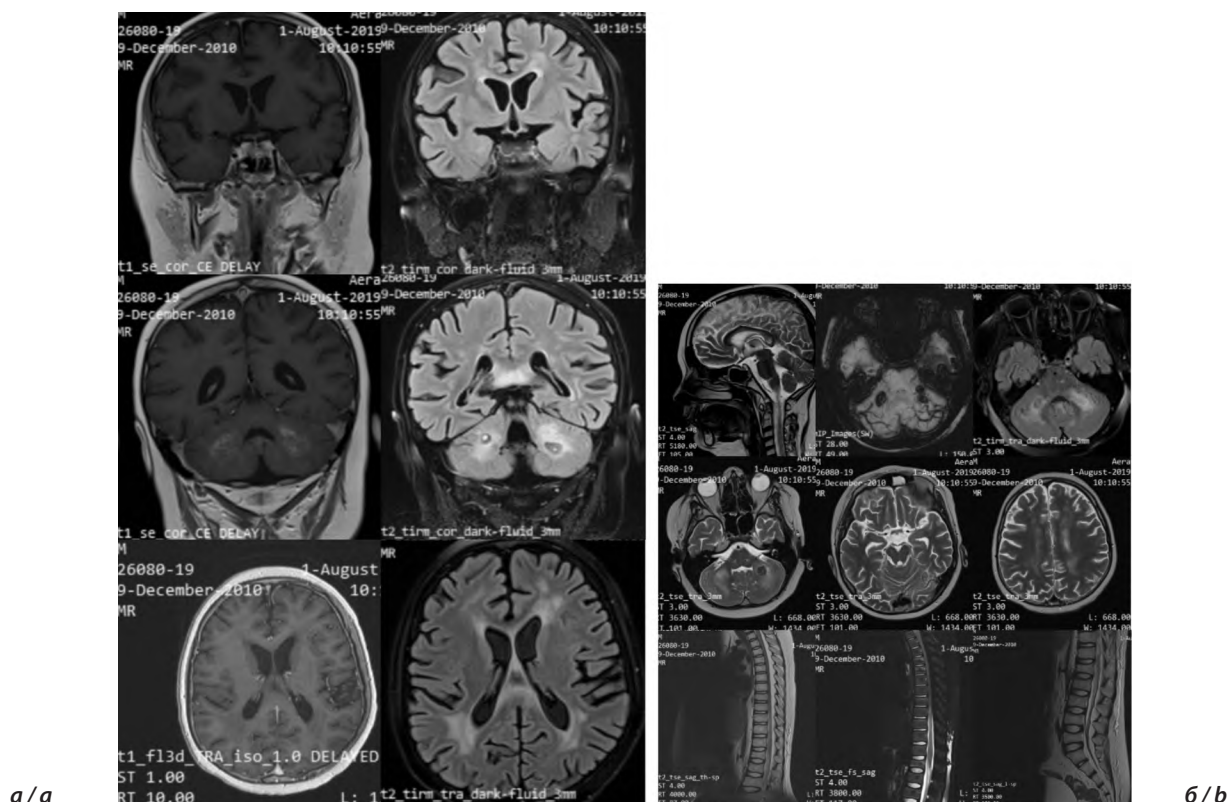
МРТ пациента от 01.08.2019.
